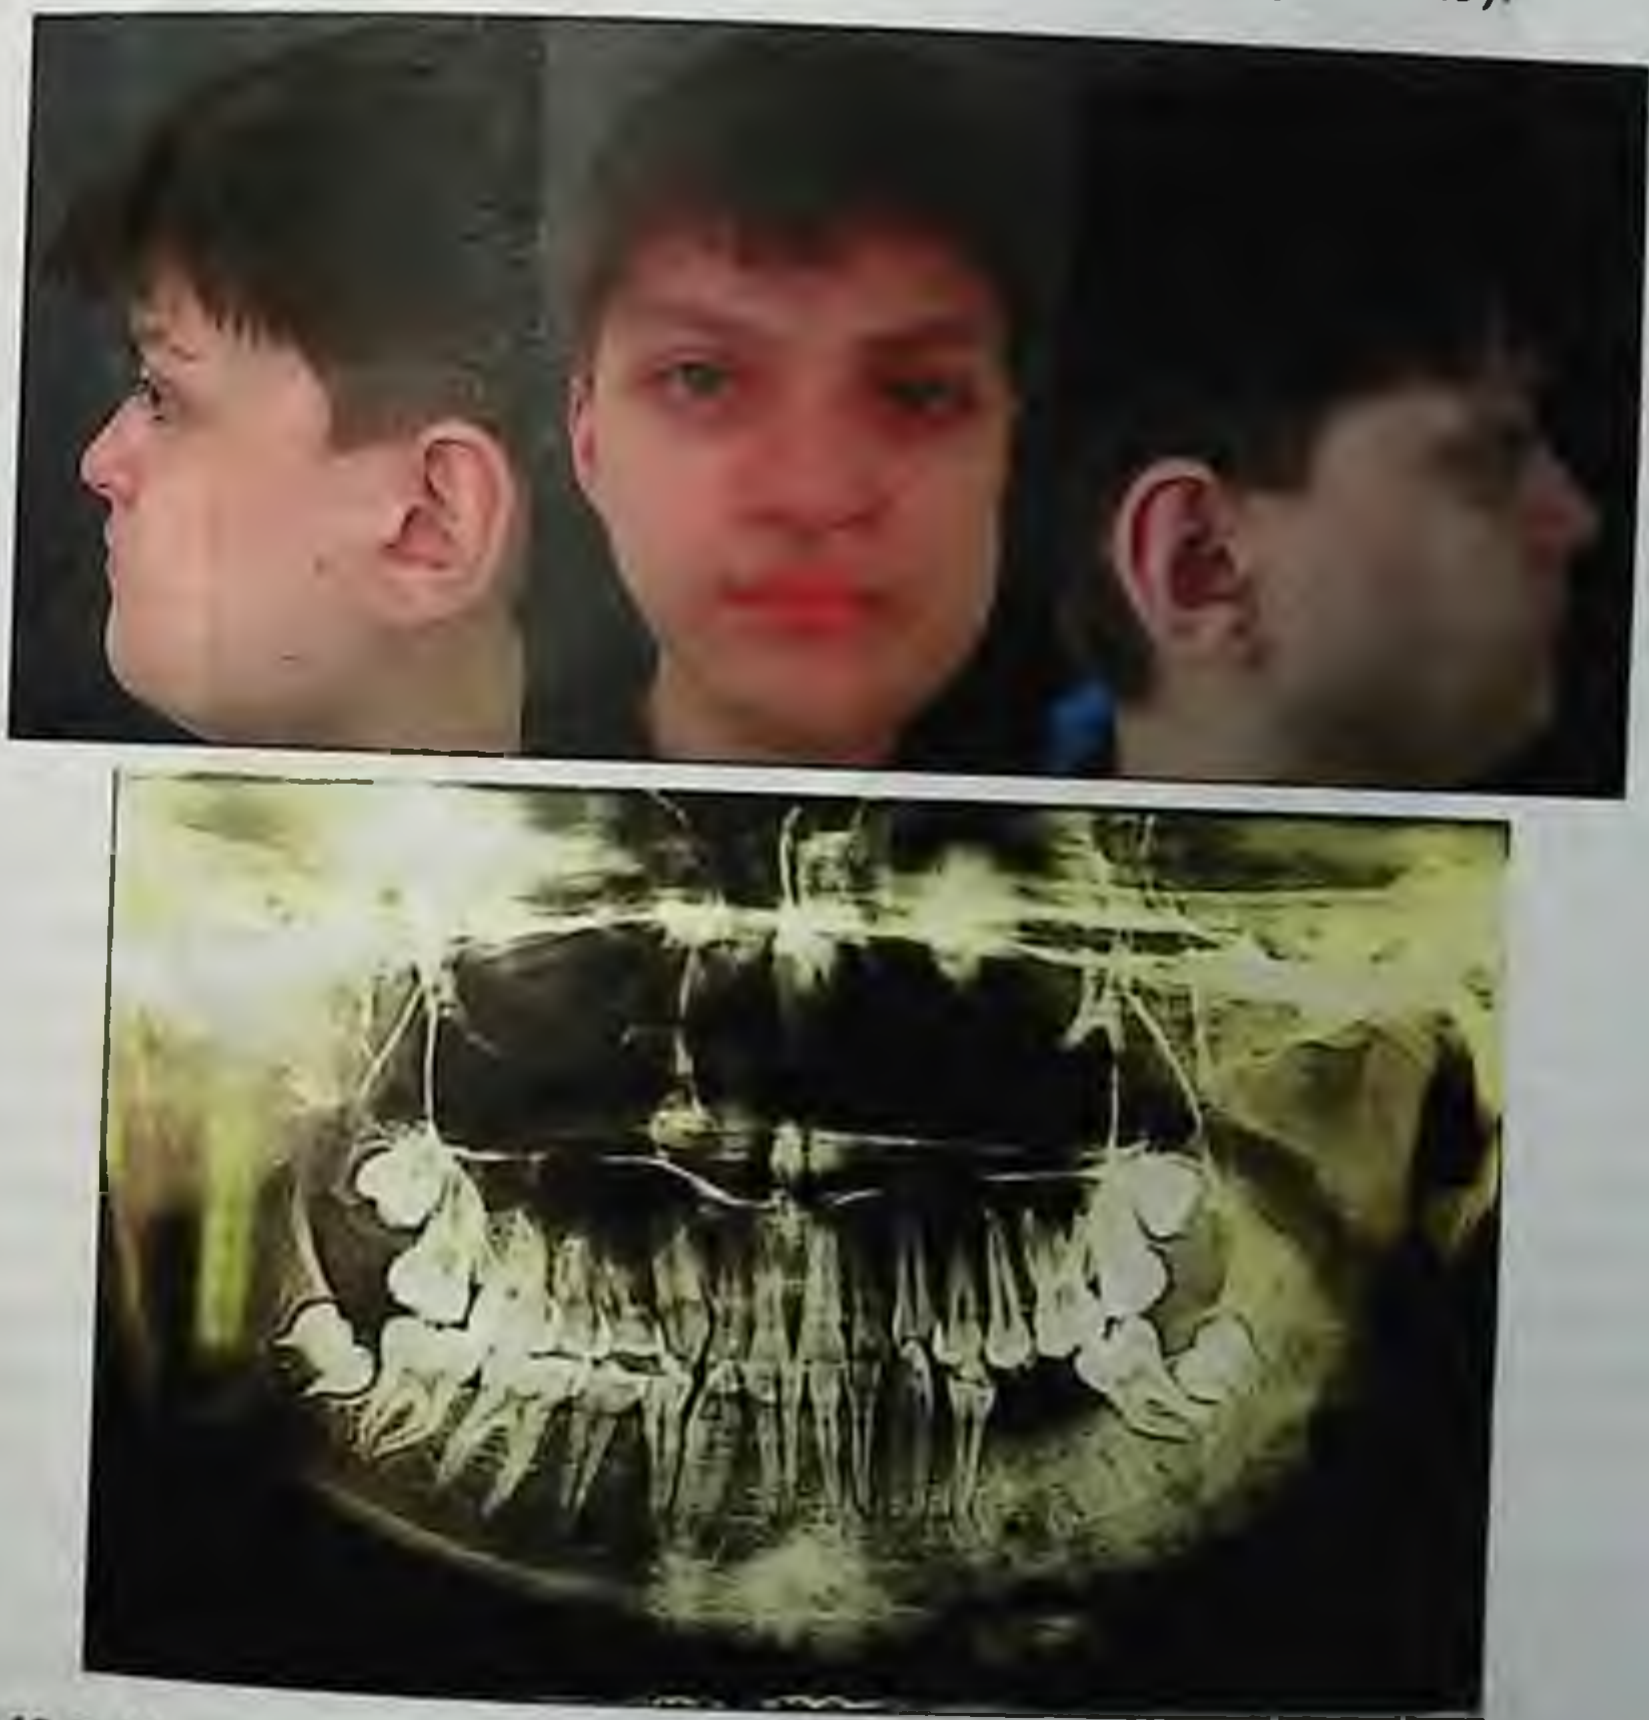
Хронический продуктивно-деструктивный остеомиелит нижней челюсти. Внешний вид, ортопантограмма, мультиспиральная компьютерная томография
